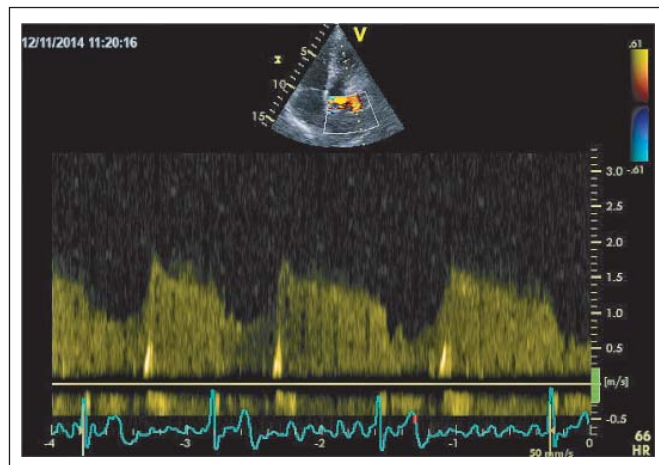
CW-Doppler: Erhöhte Geschwindigkeit über die Öffnung in der Membran im Sinne einer Stenose.
